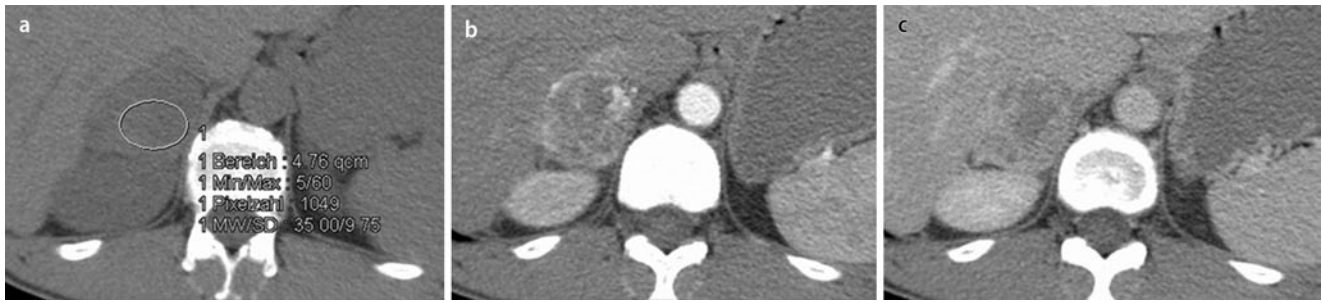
▲ Phäochromozytome weisen in der nativen CT meist höhere Dichtewerte als Adenome auf (a). In der arteriellen Kontrastmittelphase liegt ein ausgeprägtes Enhancement vor (b), in portalvenöser Phase ist die Kontrastierung aufgrund von Nekrosen inhomogen (c)
